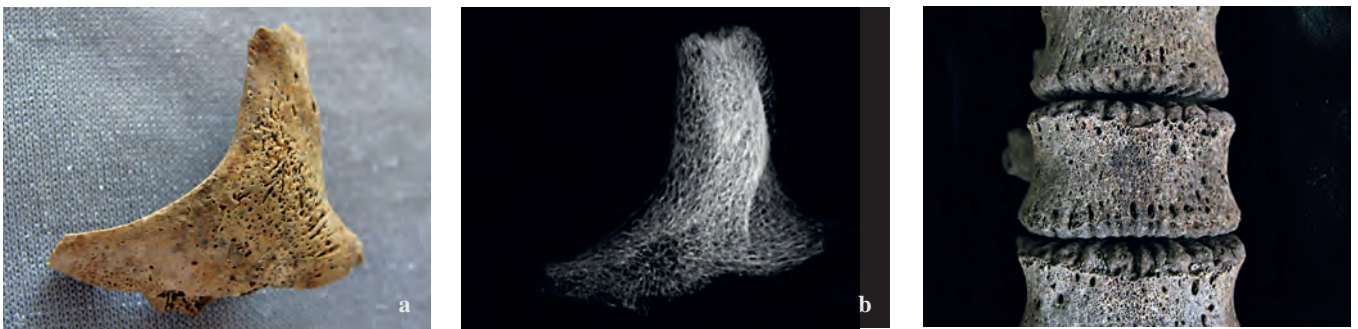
Grabhaus 1/08. Grab 2, Individuum VI (Kind, 2,5–3 Jahre). a. die stark poröse Oberfläche eines aufgeblähten, linken Jochbeins ist vermutlich auf eine Skorbut- und/oder Anämieerkrankung zurückzuführen; b. Röntgenaufnahme, Seitenansicht, Belichtung 40kV, 3 Minuten. Die dichte, feine, regelmäßige *Spongiosa* des Jochbeins schließt andere Ursachen für die Aufblähung (z. B. Tumor, Zyste, Entzündung) aus (Foto: J. Nováček, K. Scheelen-Nováček)
